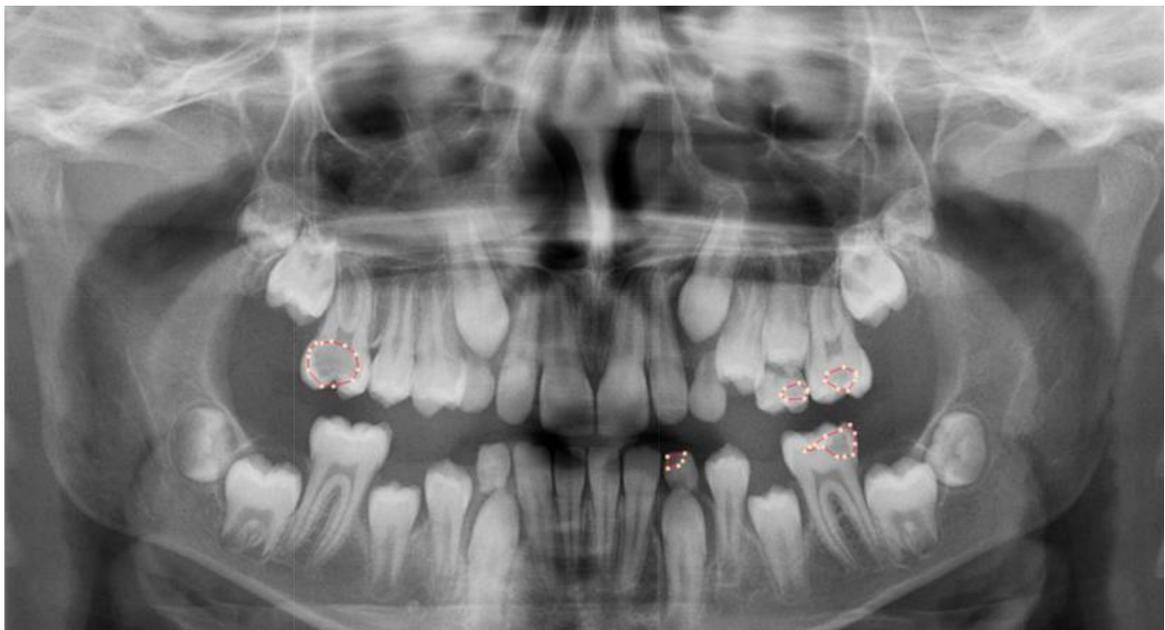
Étiquetage des lésions carieuses sur une radiographie panoramique avec le logiciel Colabeler® (Asci E, 2024)
